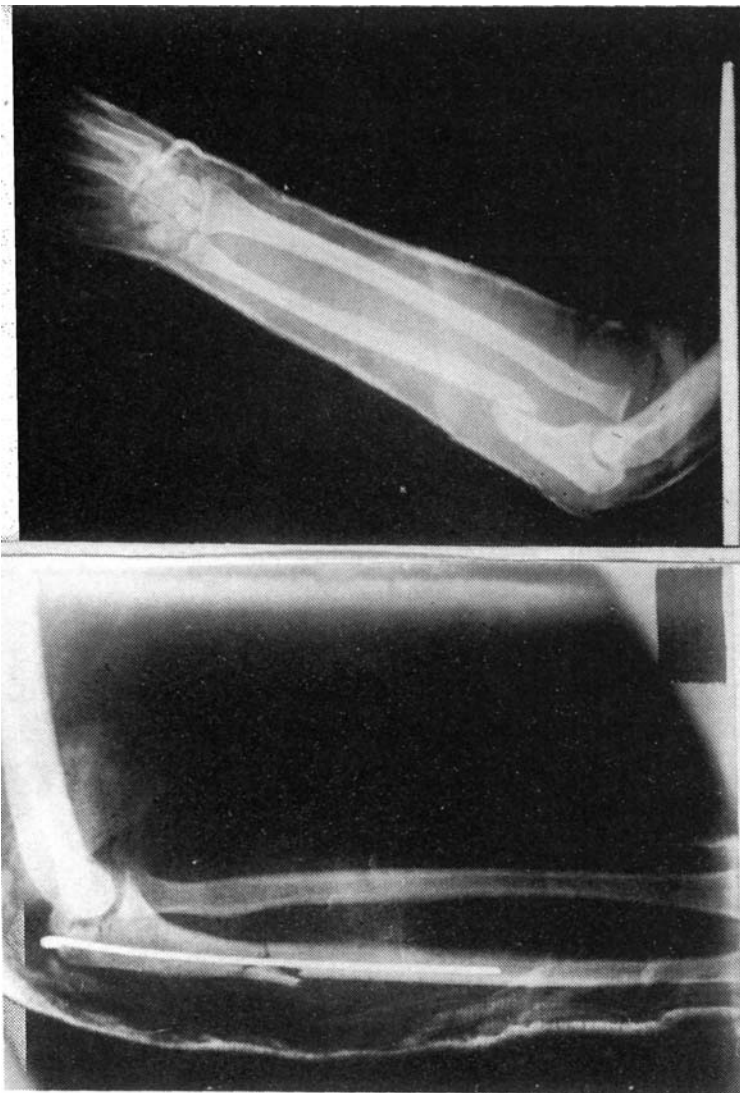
Caso núm. 21. A. Fractura del cúbito en la diáfisis y en olécranon. B. Radiografía postoperatoria.
